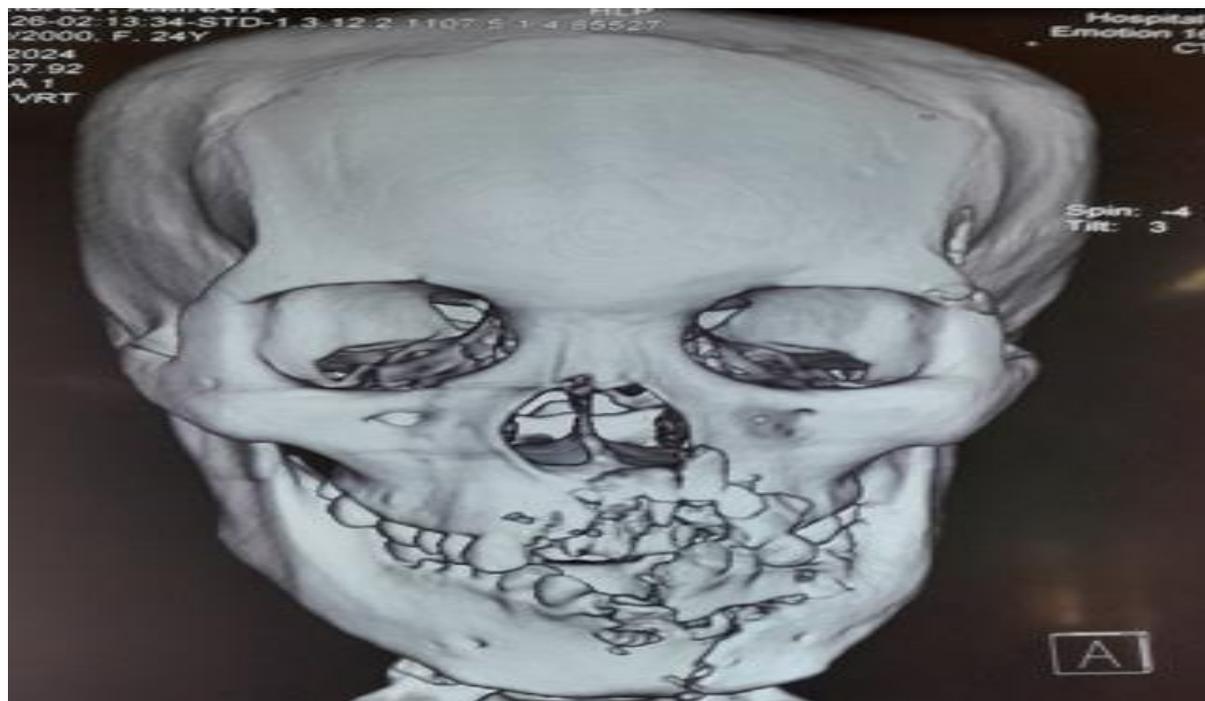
LA TDM maxillo-faciale en reconstruction 3D mettant en évidence une fracture symphysaire de la mandibule et une fracture du maxillaire.
